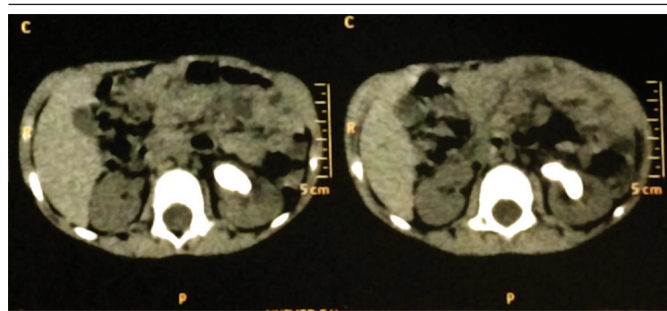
TC de abdômen e pelve evidenciando massa hiperdensa em rim esquerdo
